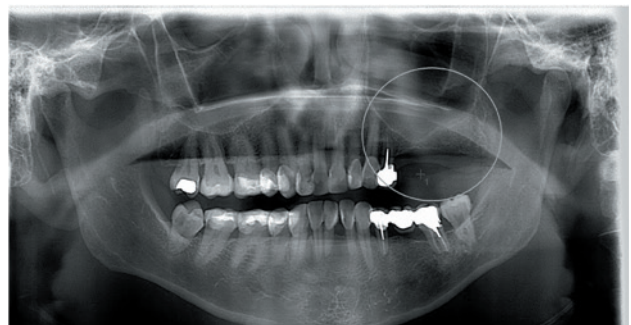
Radiografía panorámica donde se observa la disminución en altura del hueso, debido su la remodelación ósea tras la extracción del 2.6.
